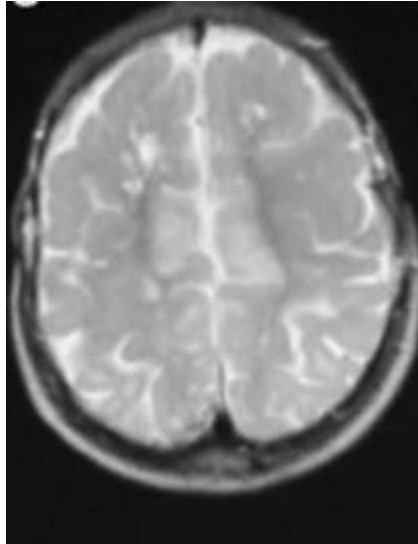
Coupe transversale T2 (IRM) Montrant une pachygyrie frontale bilatérale chez un patient atteint de SBW [73]
